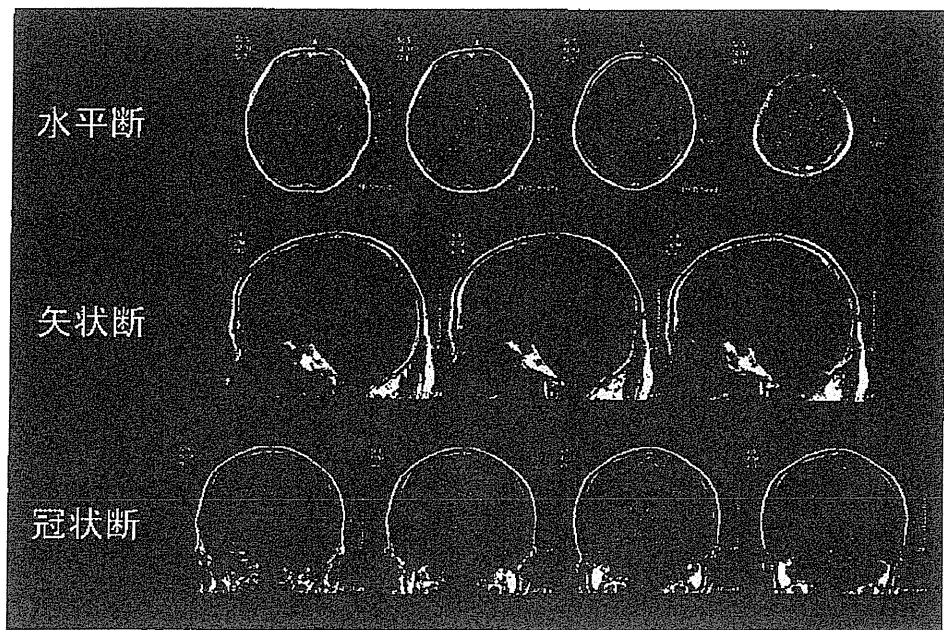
症例3の頭部MRI (T<sub>1</sub>強調画像)
